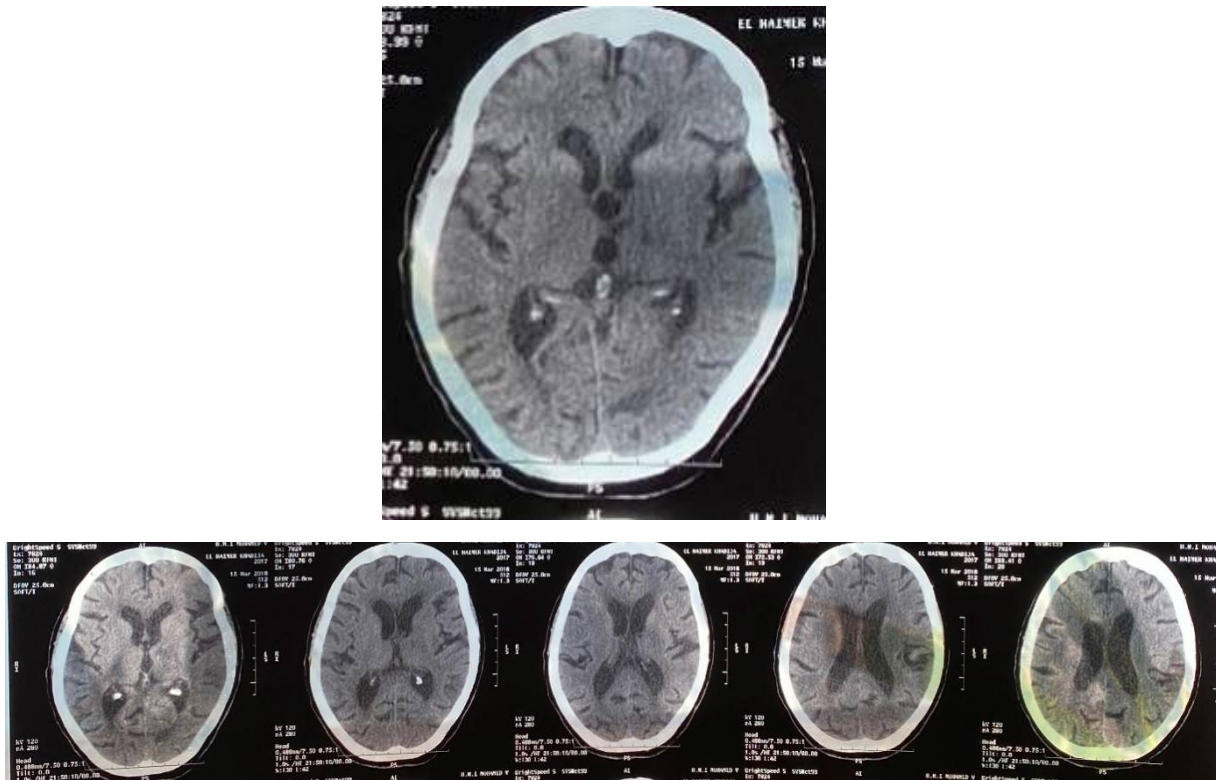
TDM cérébrale du patient 15
